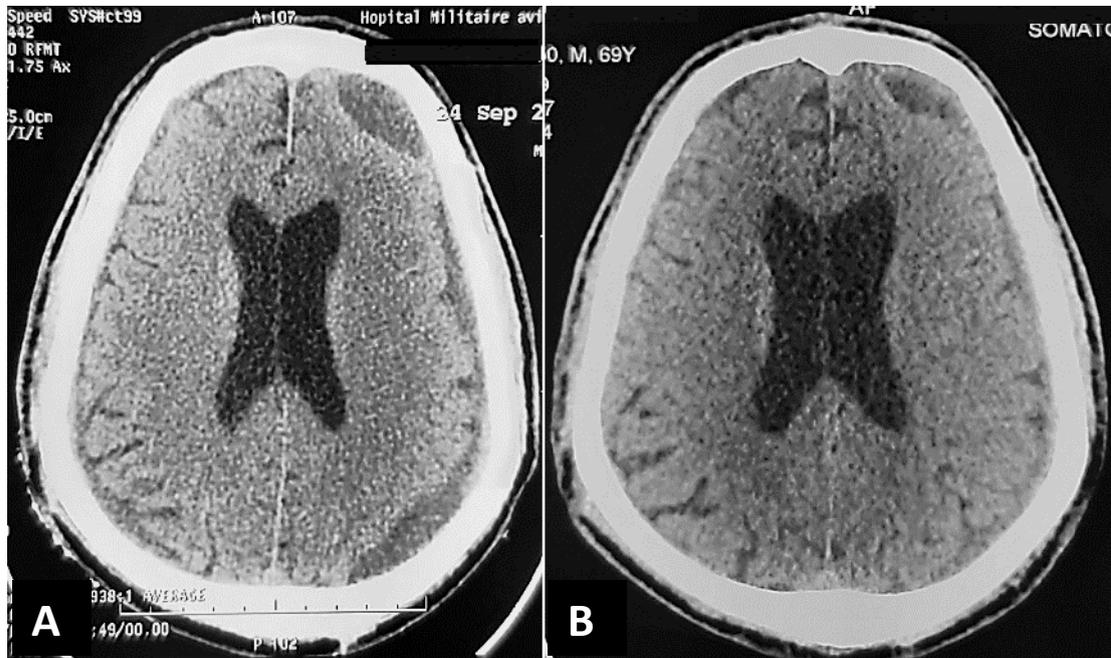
TDM cérébrale, coupe axiale, C-, fenêtre osseuse et parenchymateuse en faveur d'une pneumocéphalie compressive (iconographie du service de NCH HMA de Marrakech).
